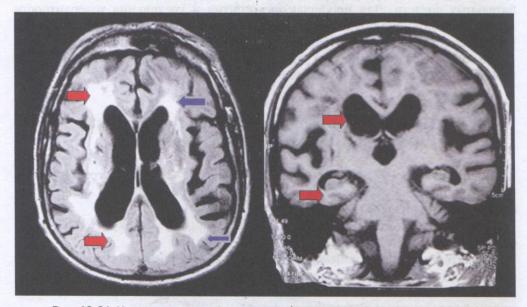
У пациента с дисциркуляторной энцефалопатией III стадии по данным МРТ обнаруживаются выраженное поражение белого вещества (лейкоареоз выделен стрелками) и существенная атрофия, истончение извилин, расширение борозд коры, увеличение желудочков (гидроцефалия)
